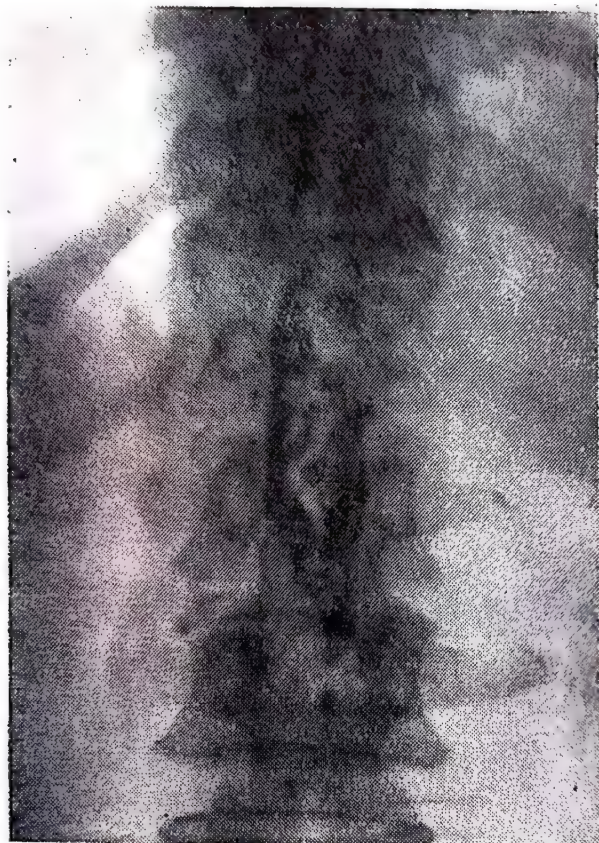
48. — Radiografia din față a regiunii dorsolombare: Lipiodol-ul s-a mulat pe traiectul malformației vasculare.
